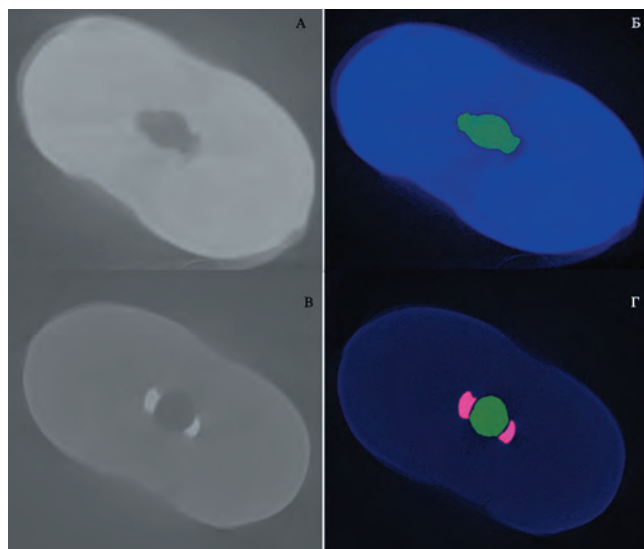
Микро-КТ изображения поперечных срезов зуба (группа 1А); А – после хемотехнической обработки корневого канала; Б – просвет корневого канала выделен зеленым цветом; В – после повторного эндодонтического лечения; Г – просвет корневого канала выделен зеленым цветом, области увеличенной плотности отмечены розовым цветом.
